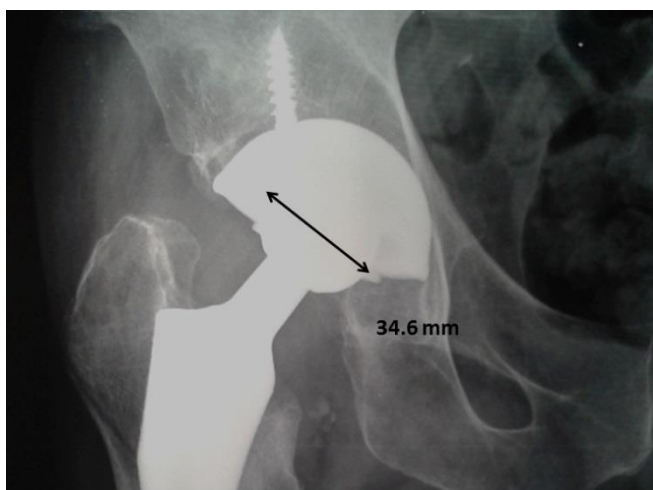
Método utilizado para medir radiografías. Con la herramienta para medir longitud del sistema PACS-IMPAX, fue establecido el tamaño de la cabeza femoral en las radiografías de cadera de cada uno de los pacientes.
